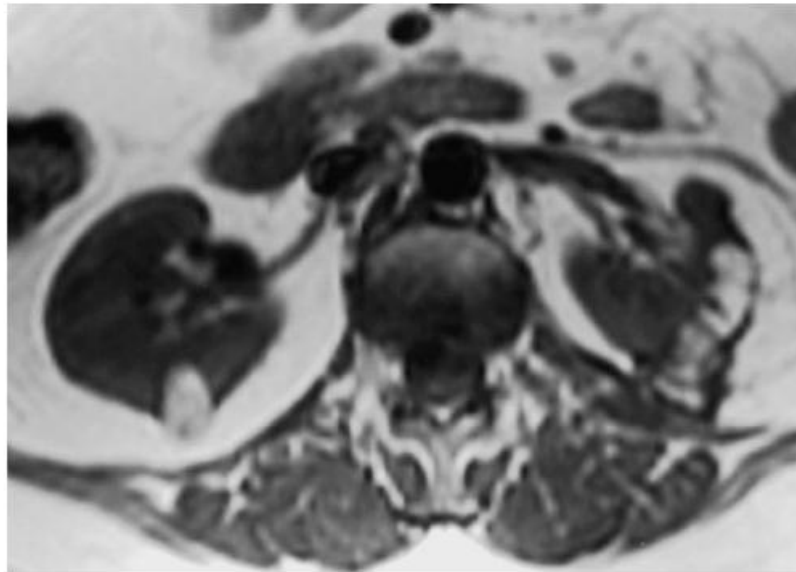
AMLR Denostrado Mediante Resonancia Magnética
